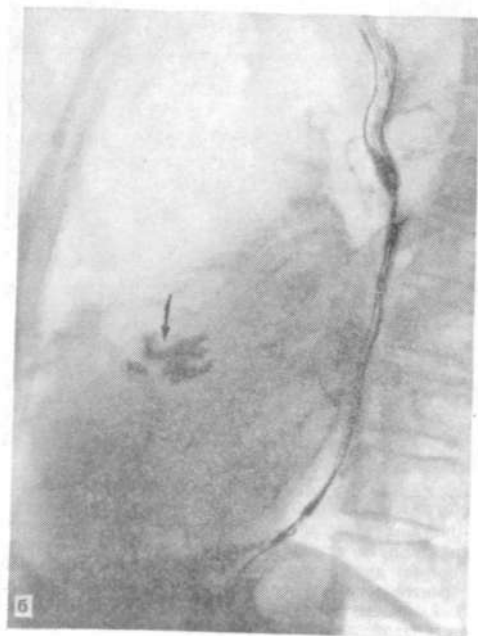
Рентгенограммы больной С. Е. Комбинированный аортальный порок, а — увеличение фронтального поперечника левого предсердия (9,5 см) как признак ослабления левого желудочка, несмотря на нормальный вид легочных сосудов; б — на левом боковом снимке отмечаются обызвествление аортального клапана (показано стрелкой) и увеличение обеих левых камер.
